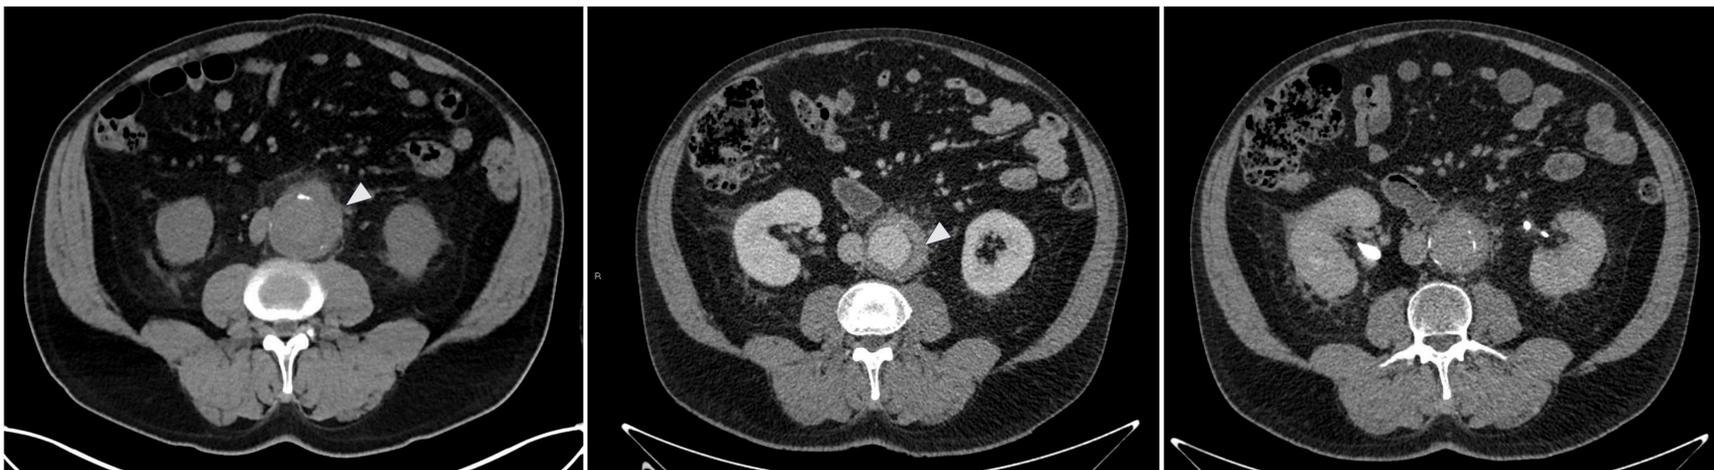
TC abdominopélvico sin y con contraste iv: Se aprecia aneurisma inflamatorio aórtico infrarenal, con engrosamiento parietal y manguito de partes blandas perianeurismáticas, isodensa al músculo en los estudios basales y que realza tras la administración de contraste iv (cabezas de flecha)
